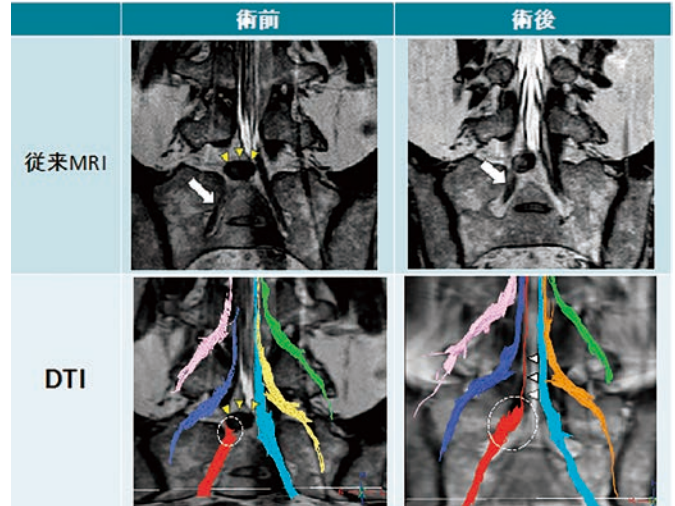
右L5/S1腰椎椎間板ヘルニアに対して内視鏡手術を行い、下肢痛が改善した症例の画像です。従来MRI（上段）では、術前後とも神経（白矢印）に明瞭な変化を認められず、神経障害の定量評価は不可能です。しかし、DTI（下段）で評価すると術前、ヘルニア（黄矢頭）によって赤色の神経が途絶（点線円）していましたが、術後、痛みの軽快とともに神経が明瞭に描出されているのが可視化できました（白矢頭）。DTIにより治療効果を可視化・定量評価できることが示されました。
